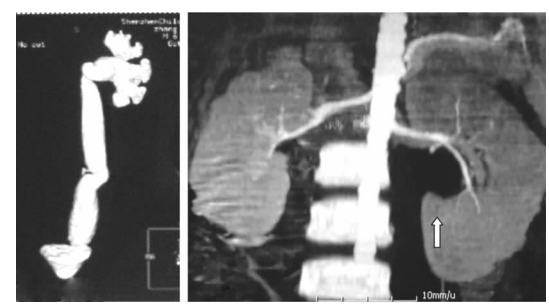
图 A MRU 提示左侧输尿管及肾盂扩张明显; 图 B CT 强化造影提示扩张的左侧肾盂及输尿管向上抬举压迫左肾动脉及其分支(箭头处为扩张的肾盂)。
